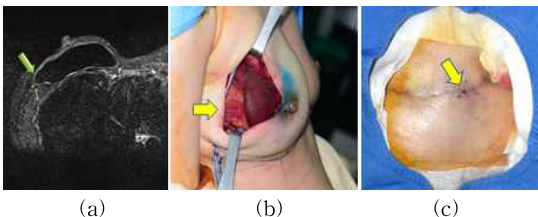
Photos on breast implanting: (a) Unfitness of the implant represented in the MRI image, (b) The case of unfitness between the implant and the breast shape (c) Suture perforation.
